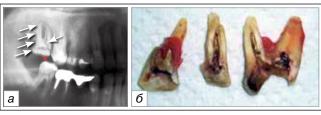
Пац. О., 50 лет. Продольный перелом корня 1.7 зуба. На рентгенограмме (а) видна вероятная причина перелома зуба в виде обширной реставрации коронковой части 1.7 зуба и травматического суперконтакта с антагонистом -4.7 зубом
